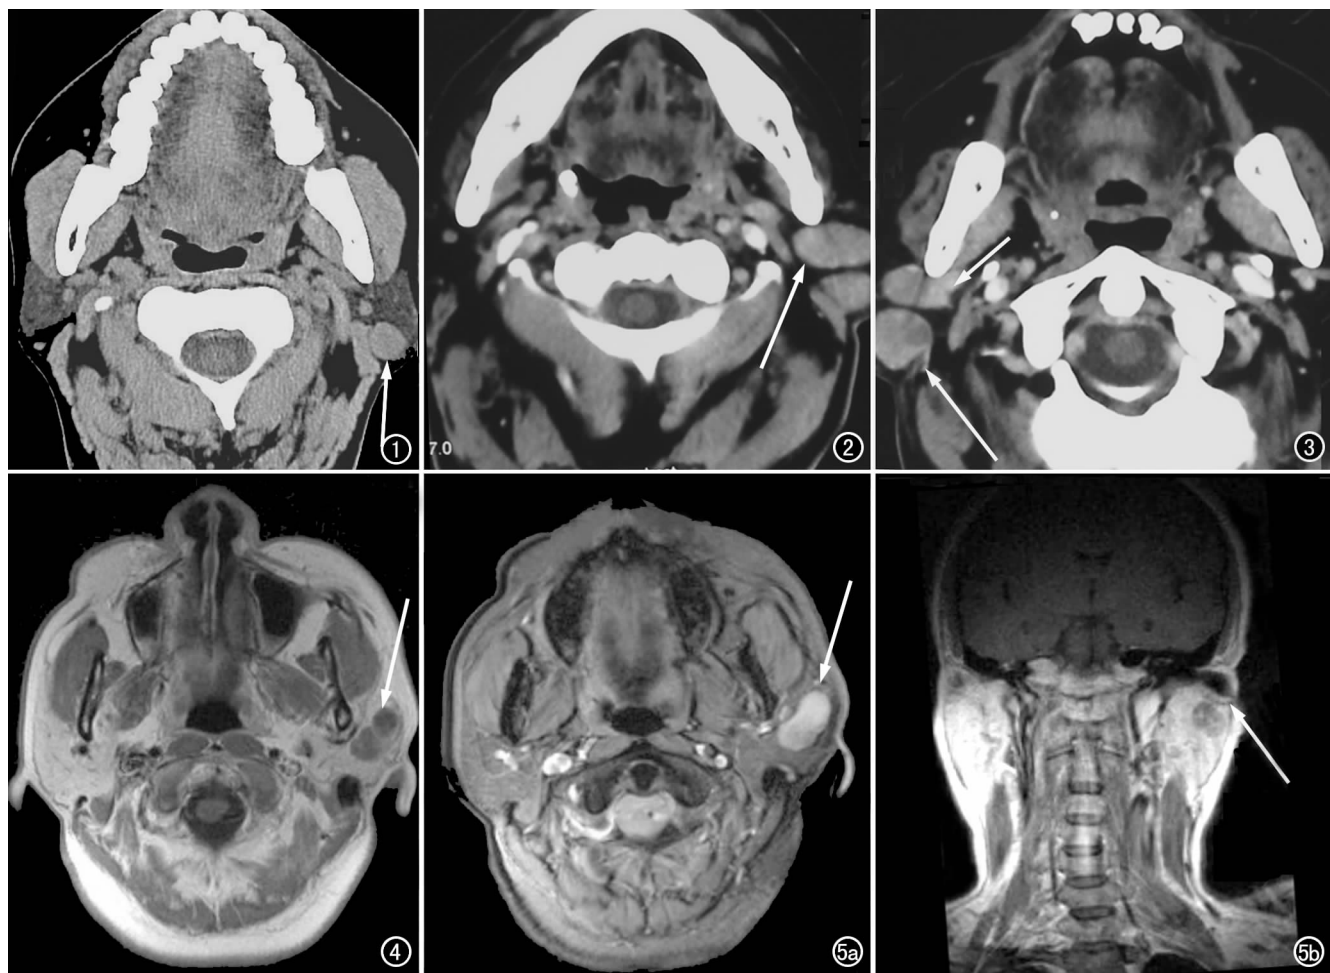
左侧腮腺单发 Warthin 瘤。CT 平扫示左侧腮腺后下方病灶呈圆形高密度肿块 (箭)。图 2 左侧腮腺多发性 Warthin 瘤。CT 增强示左侧腮腺内 2 个椭圆形病灶均均匀强化, 靠前病灶呈跨叶生长 (箭)。图 3 右侧腮腺多发性 Warthin 瘤。CT 增强示右侧腮腺 2 个病灶中度强化, 后下象限病灶局部囊变 (长箭头), 靠前病灶呈跨叶生长, 下颌后静脉 (短箭头) 向前内侧移位。图 4 左侧腮腺多发性 Warthin 瘤。横断面  $T_1$  WI 示左侧腮腺内 2 个相邻病灶呈混杂低信号, 囊变区表现为更低信号 (箭)。图 5 左侧腮腺 Warthin 瘤。a) 脂肪抑制横断面  $T_2$  WI, 示左侧腮腺病灶呈分叶状混杂高信号, 囊变区为更高信号 (箭); b)  $T_1$  WI 冠状面增强, 示左侧腮腺病灶轻度不均匀强化。
